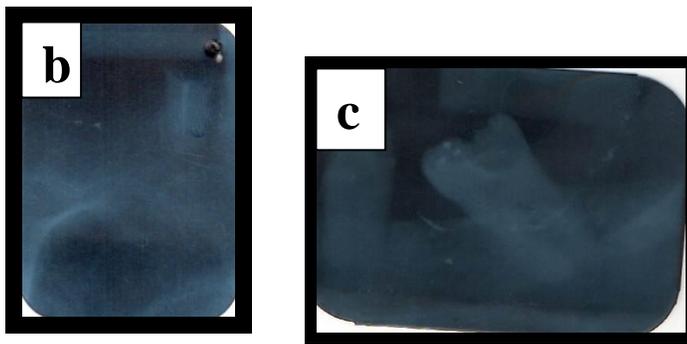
Exámen Radiográfico. (a) Radiografía panorámica. (b) Radiografía periapical del maxilar superior del lado izquierdo, se observan el resto radicular del diente #2.5 (c) Radiografía periapical del maxilar inferior lado izquierdo, se observan los dientes 3.7. Fuente y elaborador: Andrea Andrade Y.
